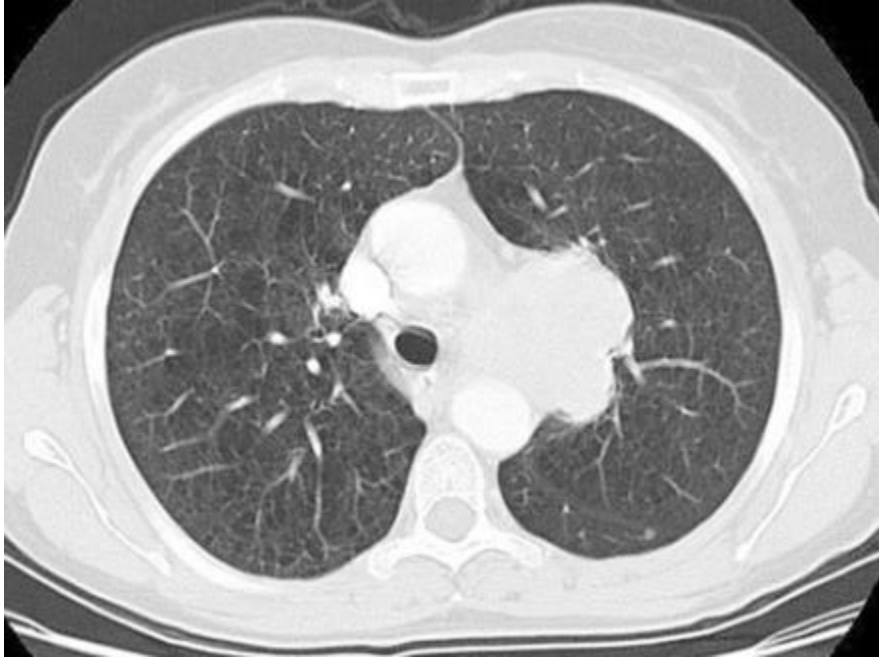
A CT scan of human chest showing the close spatial relationship between the heart and the lungs
